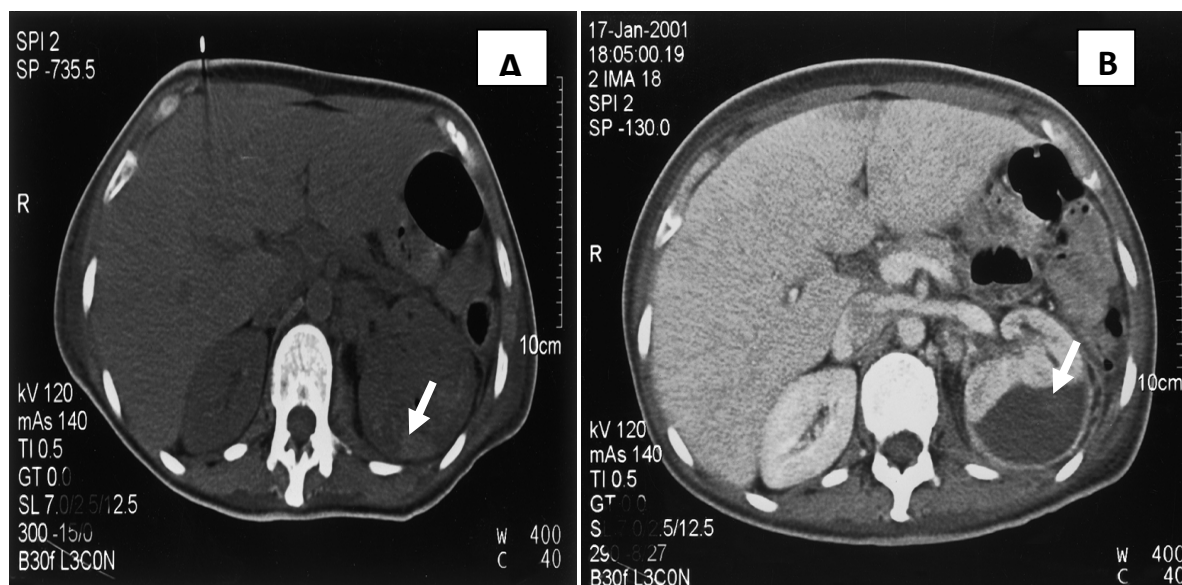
Surveillance TDM d'une PNE gauche traitée médicalement.
